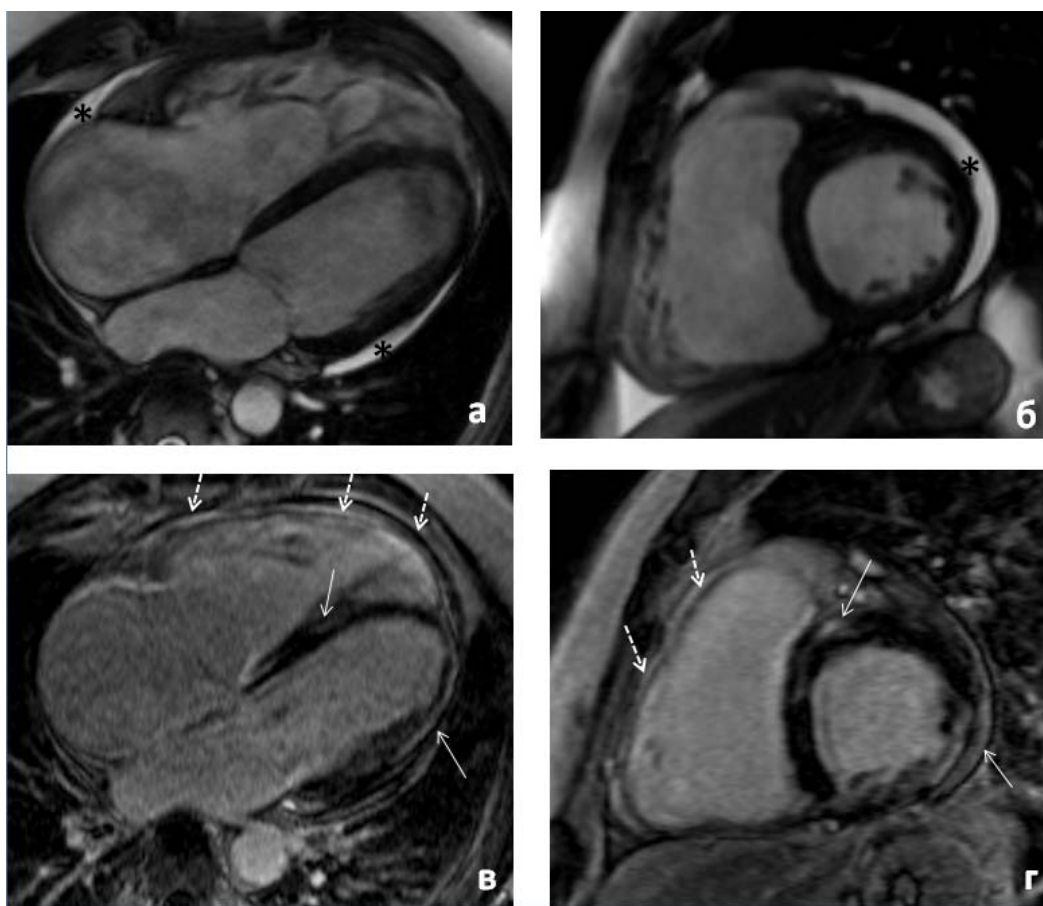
МРТ сердца больного АДПЖ с прогрессирующей ХСН.
